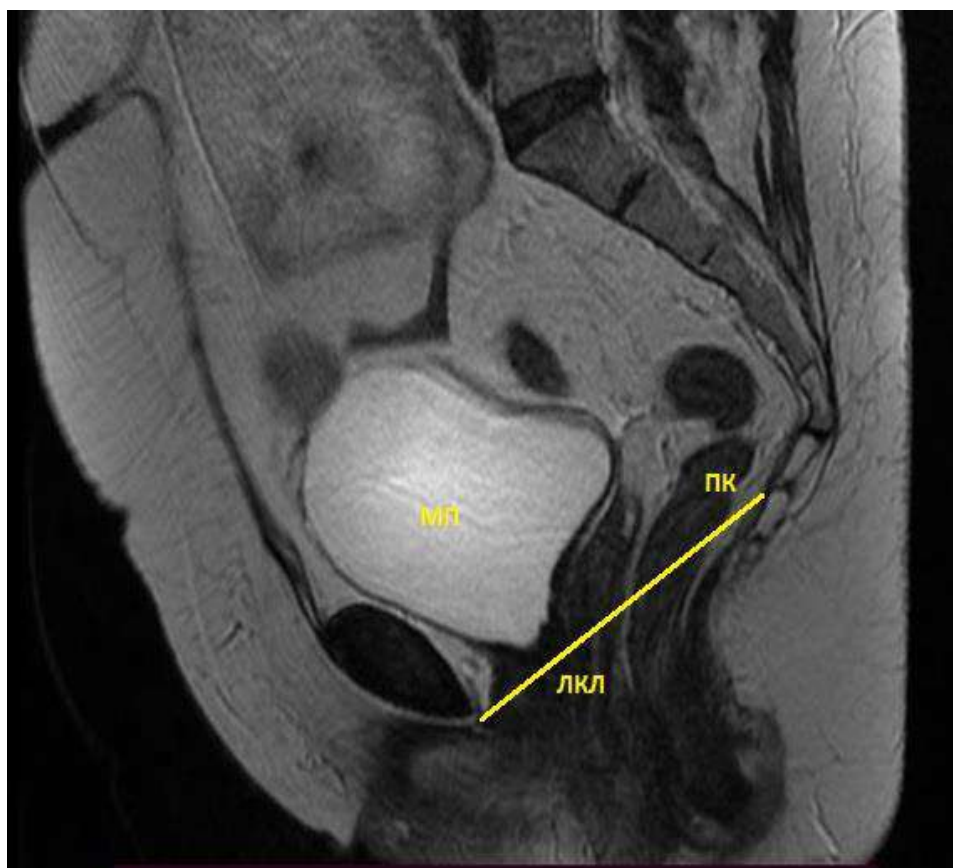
Статическое МРТ расположения культи влагалища после сакроспинальной фиксации культи влагалища (В2). МП-мочевой пузырь; ПК-прямая кишка; ЛКЛ-лобково-копчиковая линия.
